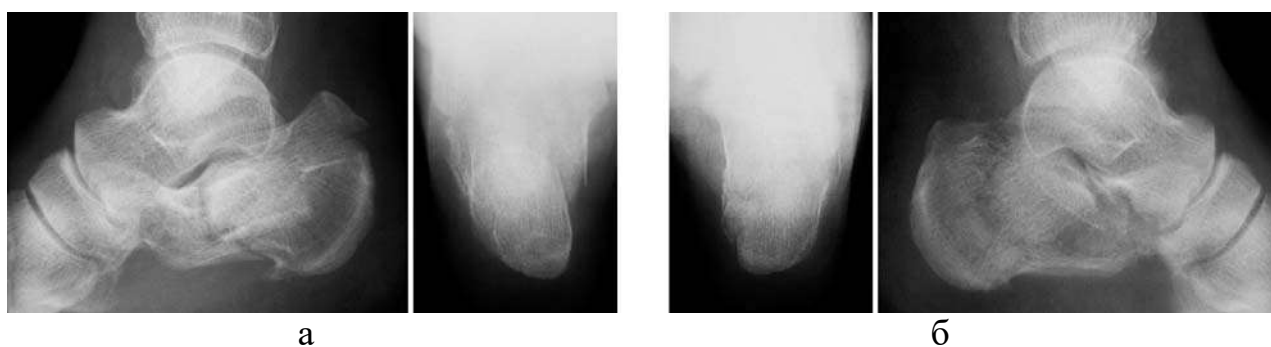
Фотовідбитки рентгенограм правої (а) та лівої (б) стопи при надходженні
